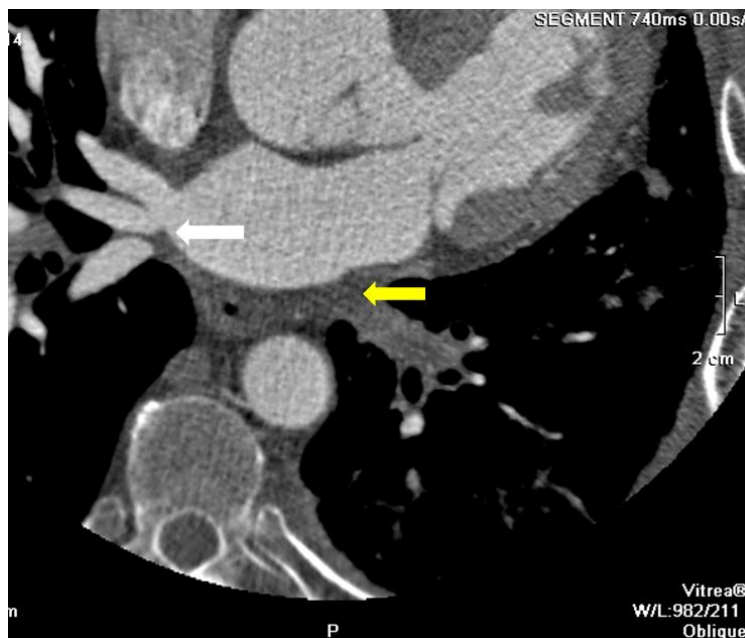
Tomografía computada cardíaca con contraste endovenoso. Se demuestra la obliteración de la vena pulmonar superior e inferior izquierda (flecha amarilla) y una variante anatómica del lado derecho con tres venas pulmonares: superior, media e inferior (flecha blanca).
